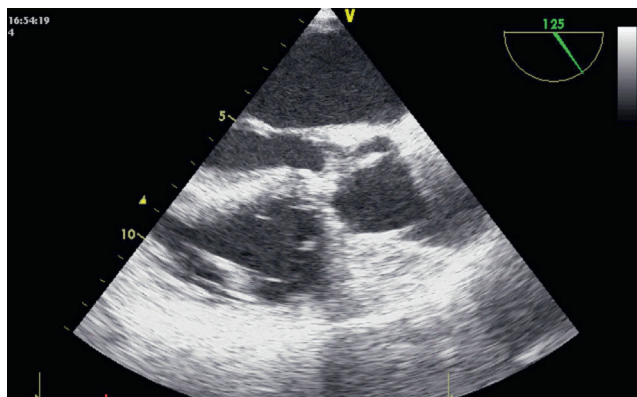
Дооперационная эхокардиография – линейная эхотень на правой коронарной створке аортального клапана (вегетация)
